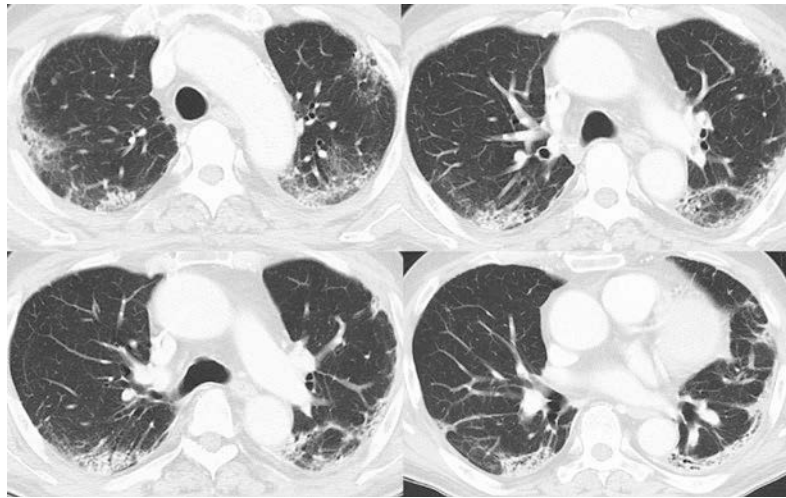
Chest CT findings. Twenty-six days after corticosteroid administration, the bilateral peripheral patchy ground-glass opacities with areas of consolidation had reduced.
